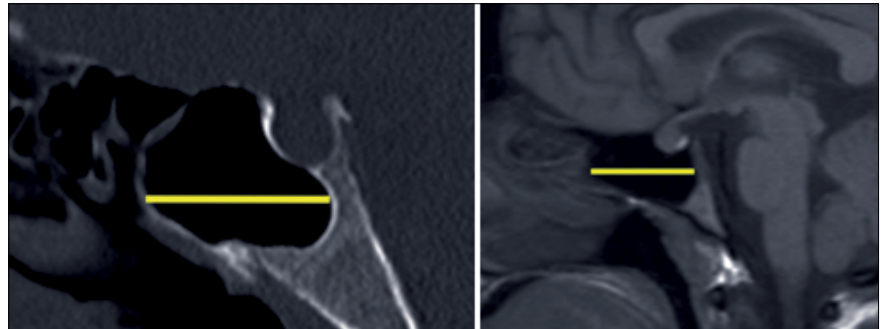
Medición diámetro anteroposterior: en TC (izquierda) y en T1 de RM (derecha).
